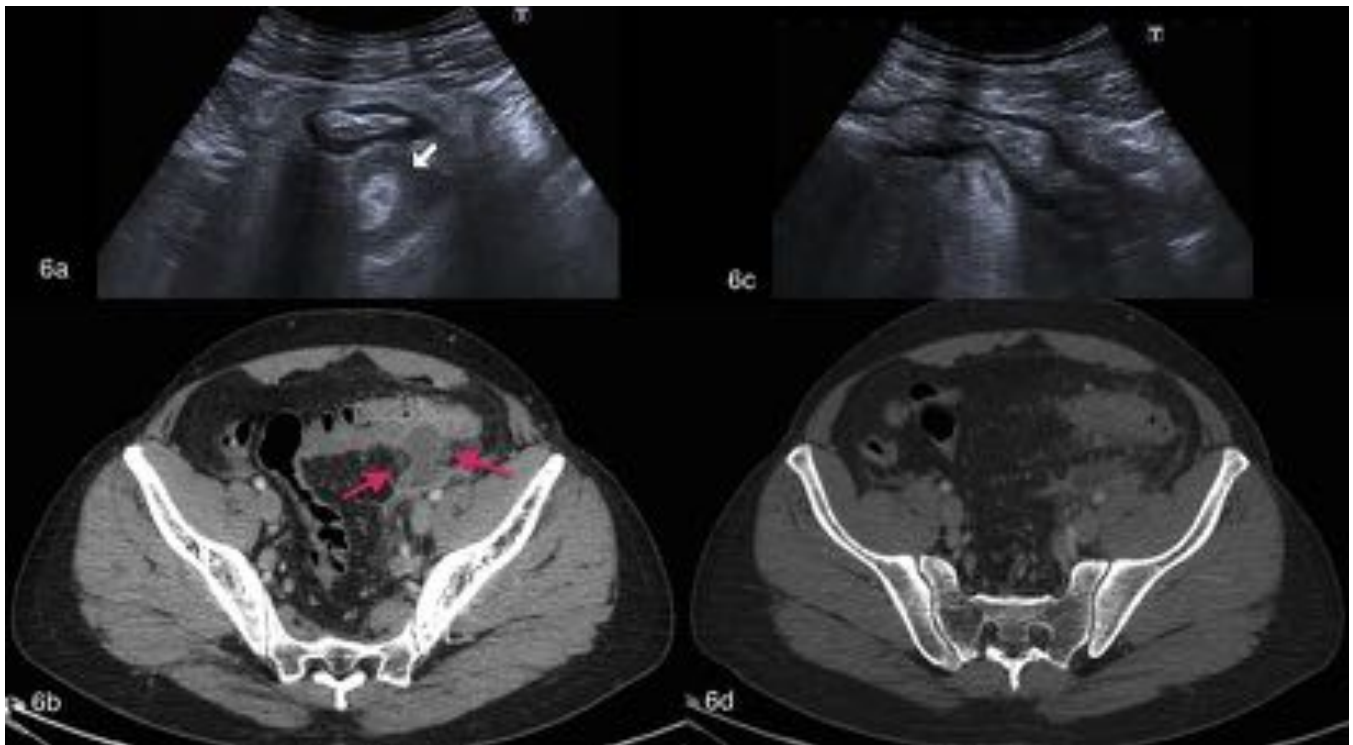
Varón de 47 años con dolor en FII y palpación de plastrón en exploración física. La ecografía nos muestra signos evidentes de DA sigmoidea y además revela la existencia de cambios inflamatorios/área flemonosa en profundidad (6a). El TC confirma los hallazgos de DAC al evidenciarse la presencia de absceso adyacente a su margen mesentérico. El paciente evolucionó favorablemente al tratamiento conservador intrahospitalario.
